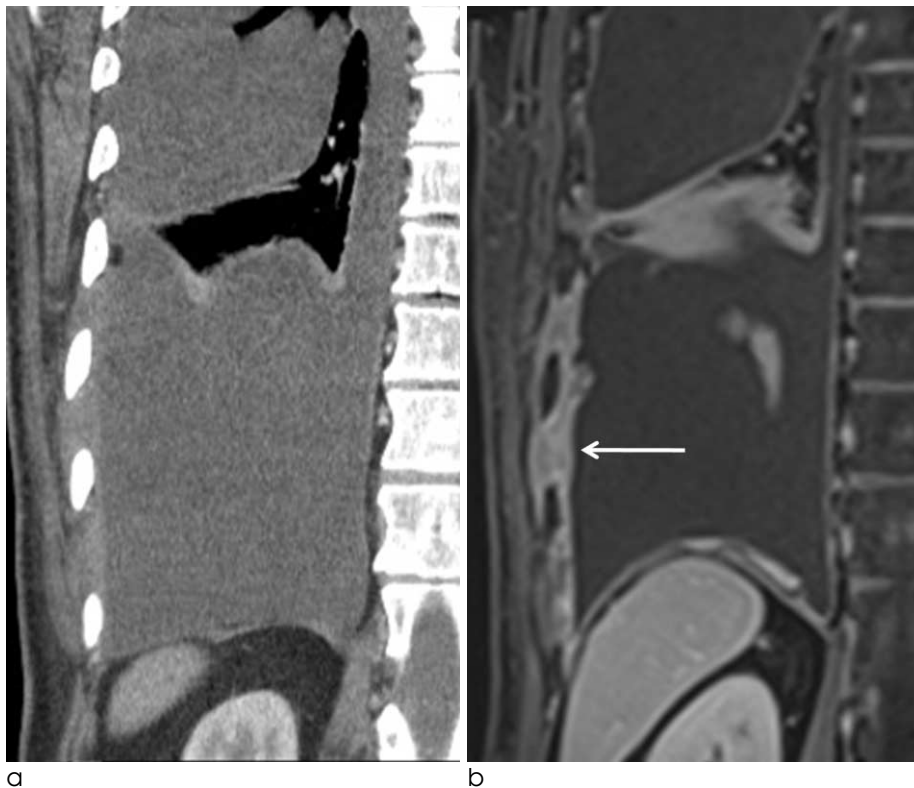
A representative case of upstaging by MR compared to CT.
